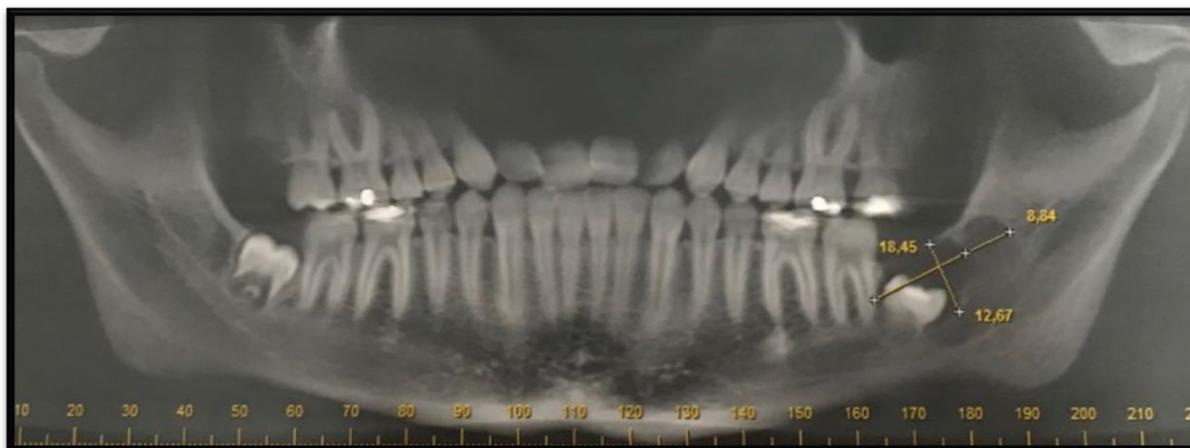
Tomografia computadorizada imagem coronal-panorâmica. Dimensões da lesão: 18,45mm X 12,67mm X 11,04mm.
